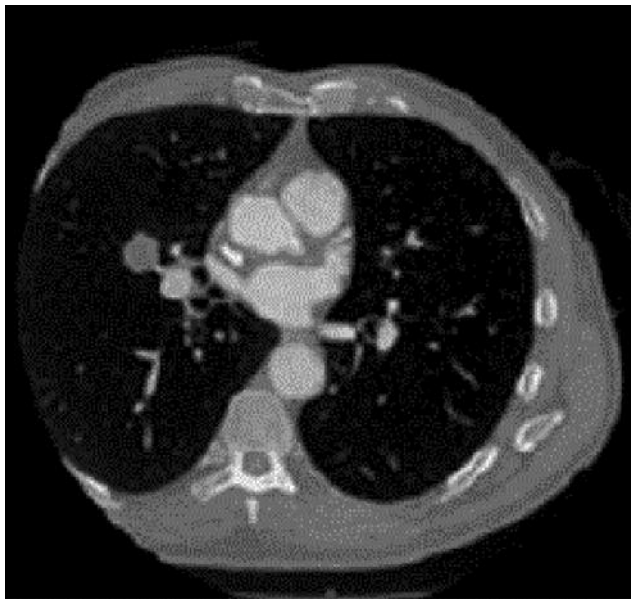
Пациент со стенокардией. Коронарная КТ- ангиография показывает патологию коронарной артерии, но реконструкция полного поля зрения дала возможность визуализировать рак в средней доле правого легкого. (Предоставлено Prof. Edwin Van Beek)
